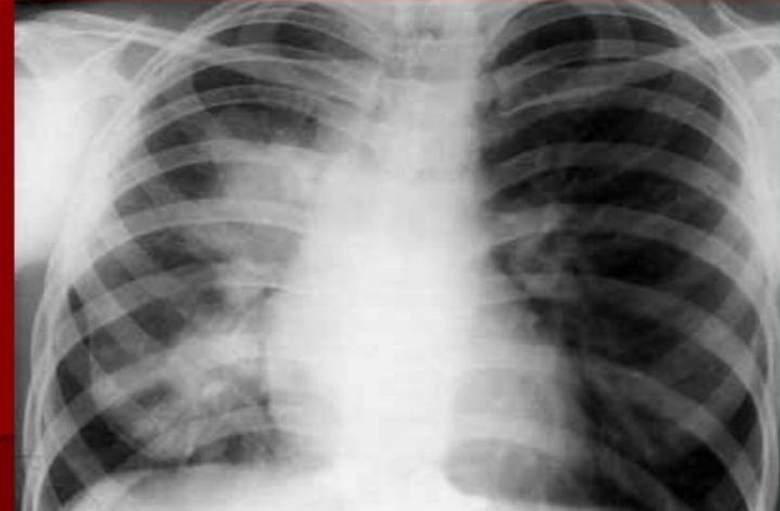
Больная П., 14 лет. Обзорная рентгенограмма. Инфильтративный бронхоаденит. Корень правого легкого резко расширен, бесструктурен, без четких границ переходит в окружающую легочную ткань.
